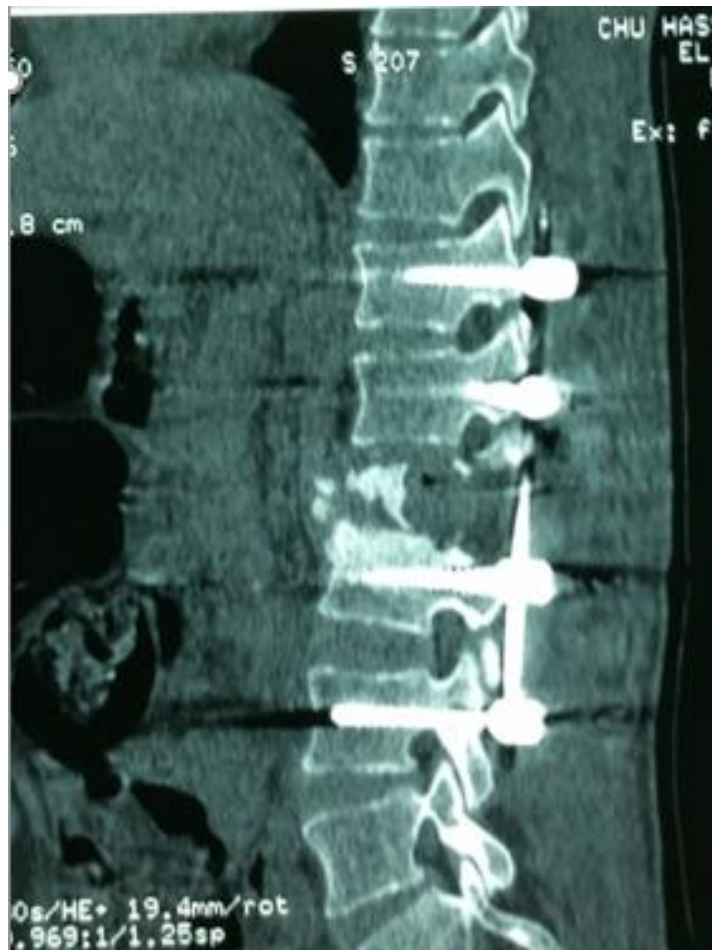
TDM rachidienne de controle post-opératoire, en reconstruction sagittale apres une OSP de L2
